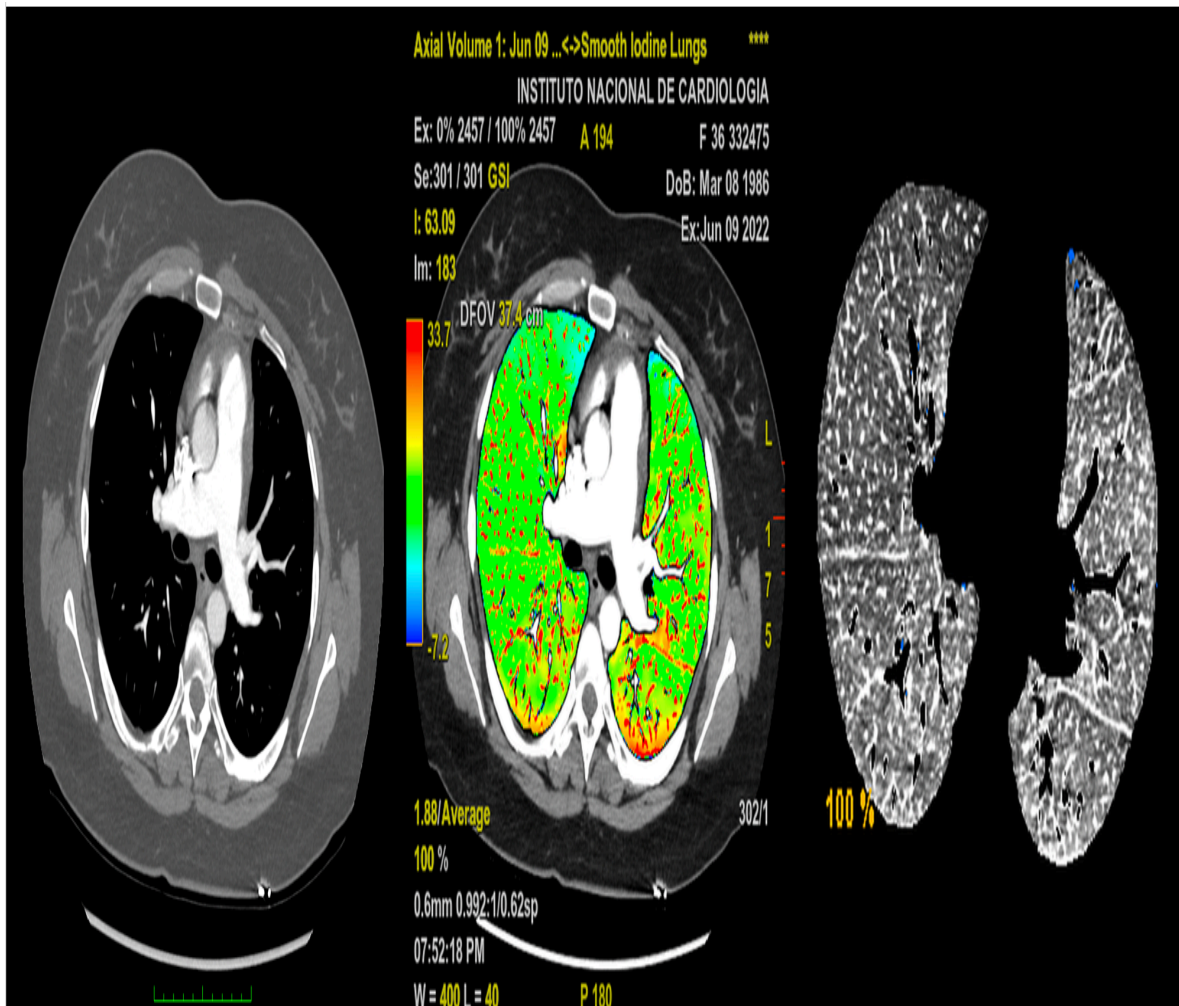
Mapas de perfusión, mapa de yodo y angiotomografía de arterias pulmonares en cortes axiales a dos diferentes niveles con hallazgos positivos para tromboembolia pulmonar aguda en segmento medial del lóbulo medio con hipoperfusión en mapa de color y en mapa de yodo.
